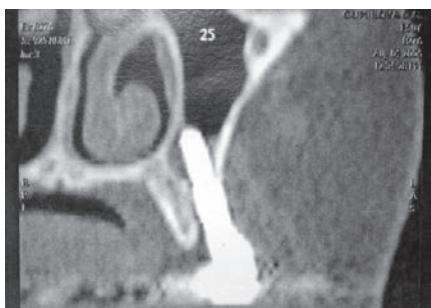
Неправильное положение и размер имплантата также визуализируются на компьютерной томографии
